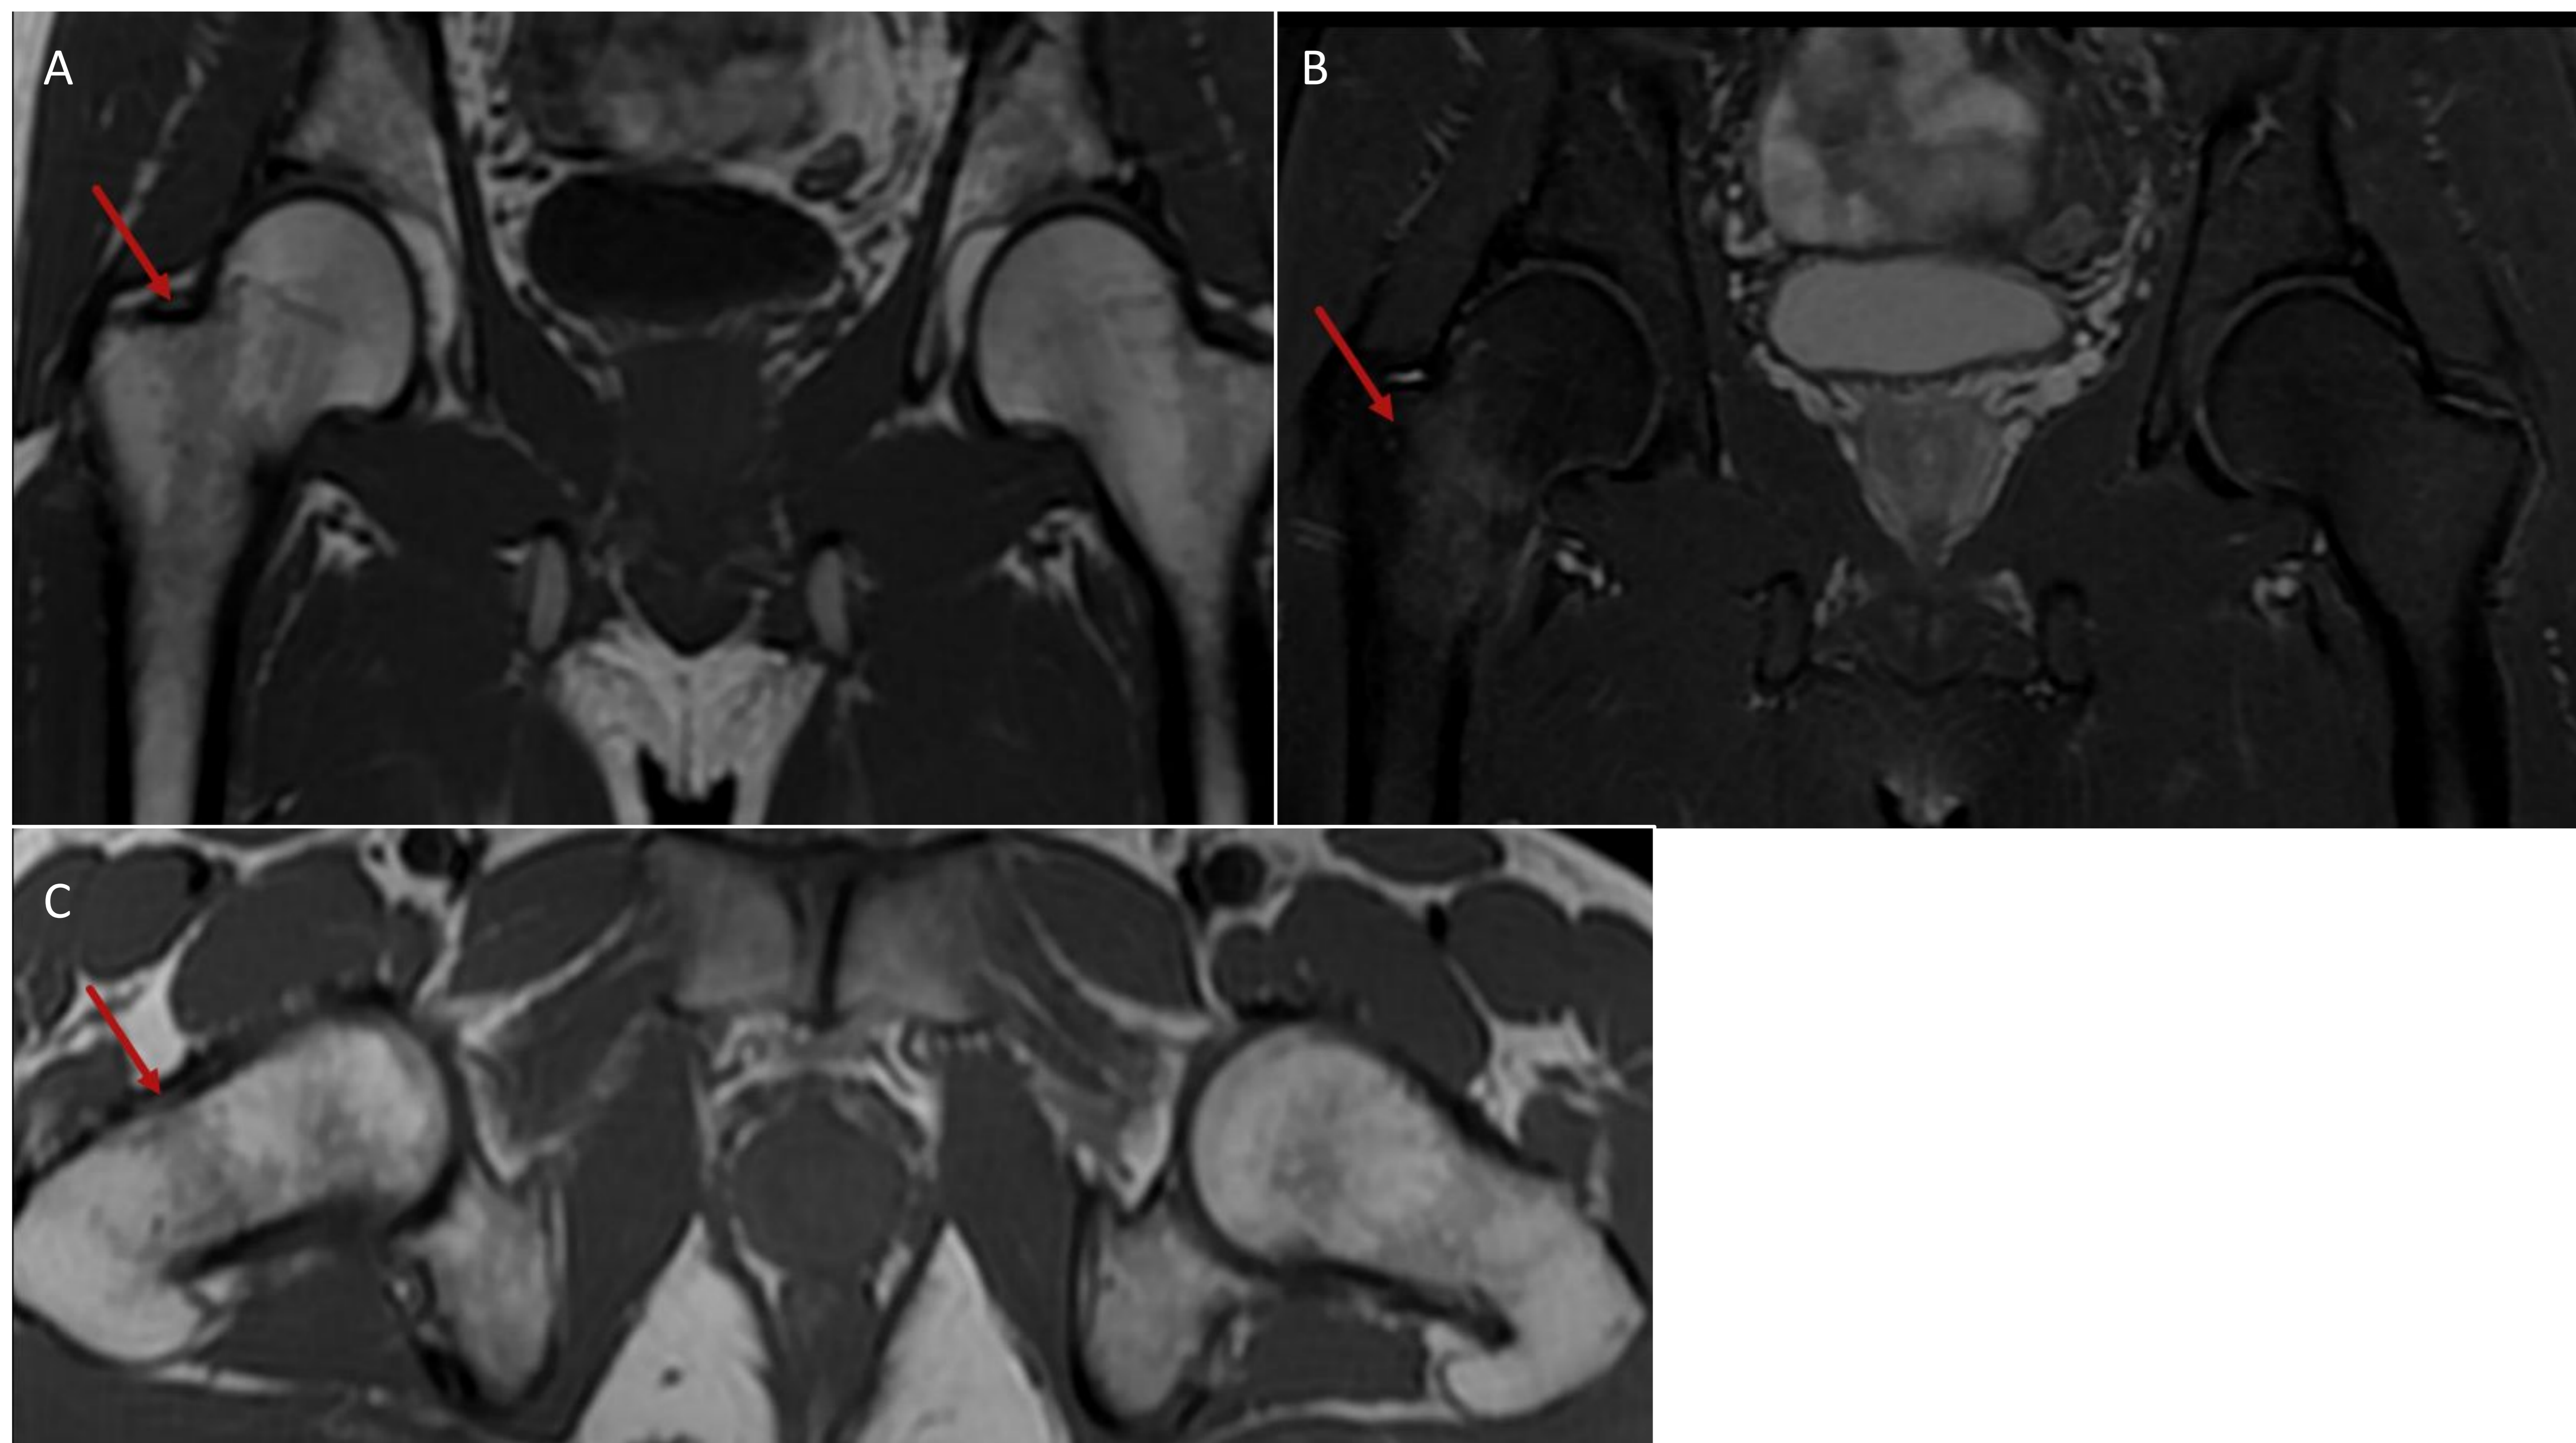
Fractura de estrés. Estudio de RM con secuencias coronales potenciadas en T1 (A) y densidad protónica (DP) con saturación de la grasa (B) y secuencia axial potenciada en T1 (C) en el que se identifica trazo de fractura hipointenso en ambas que afecta a la cortical (flecha roja) y asocia edema óseo de cabeza femoral derecha.
